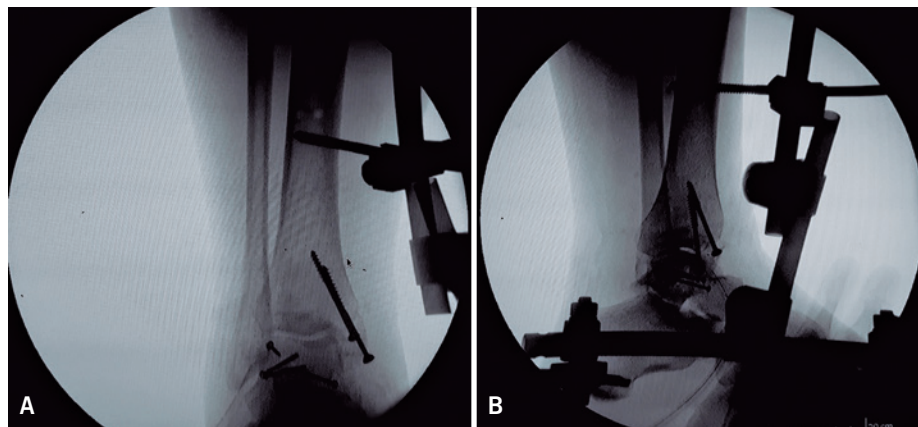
Radiografía post-operatoria. (A) Vista antero posterior, (B) Vista lateral
